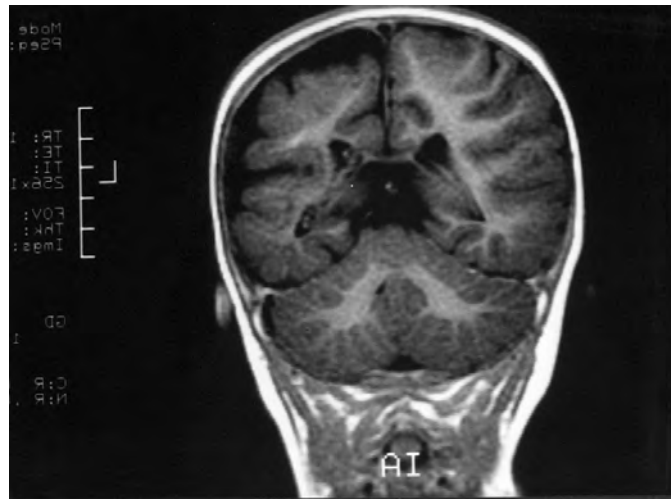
RM craneal. Hemiatrofia cerebral I, que afecta sustancia gris y blanca.
